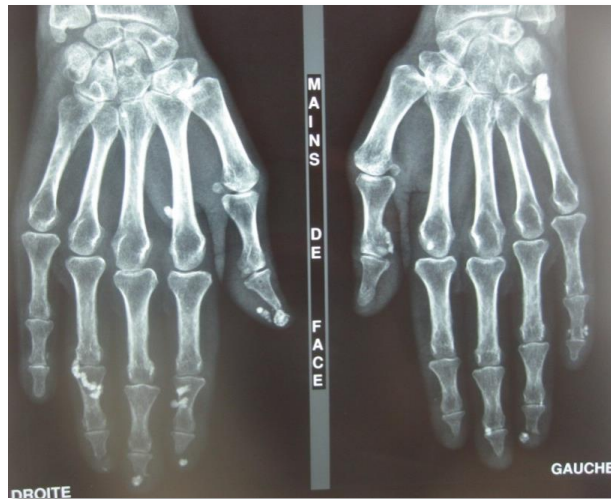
radiographie standard des poignets et des mains montrant des lésions de calcinose et d'acro-ostéolyse
